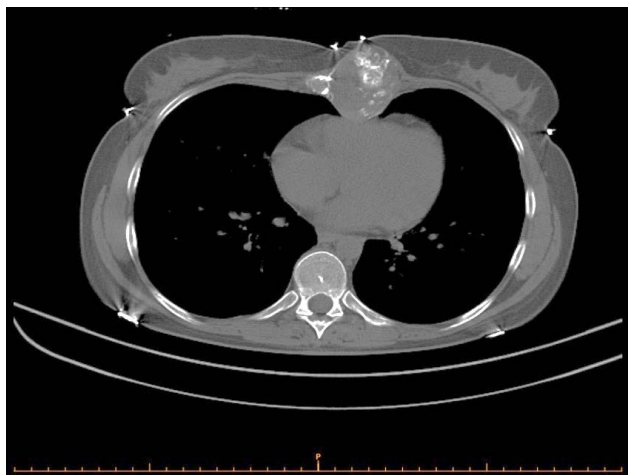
СКТ: опухоль тела грудины 53×44×42 мм
